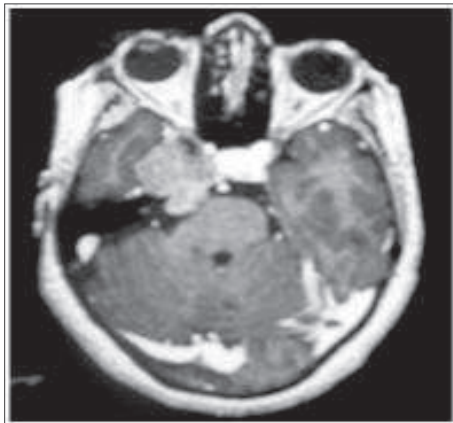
IRM en coupe axiale T1 gadolinium : lésion du cavum, étendue
